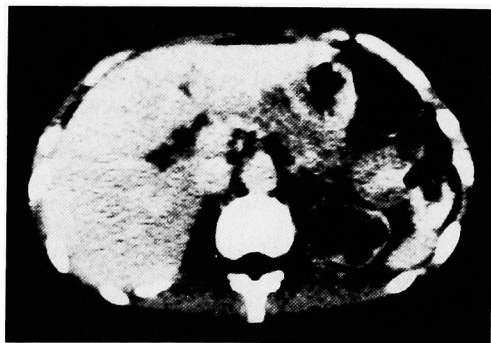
CT scan shows parenchymal thinness of the obstructed left kidney.
